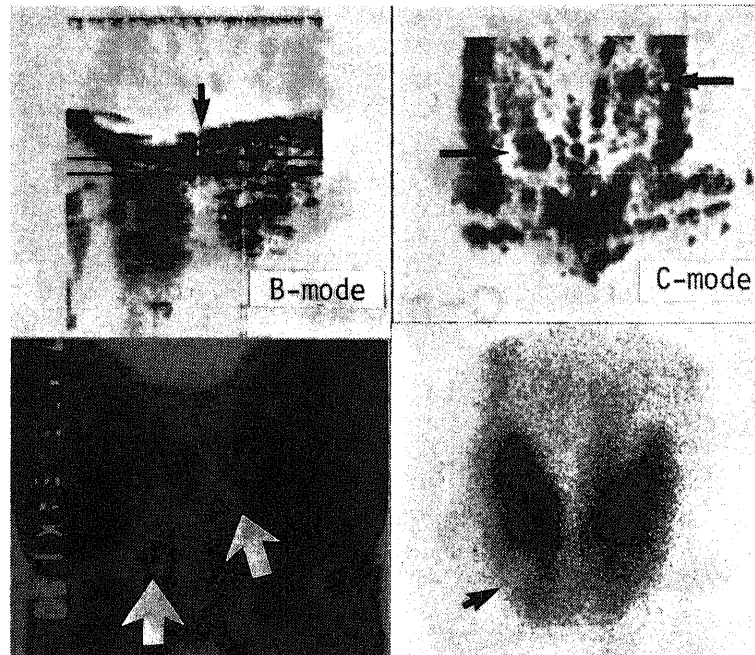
Two calcified nodules visualized as dense areas in the C-mode ultrasonograms. C-mode image is better than B-mode to compare the location of the calcified nodules with roentgenogram.
